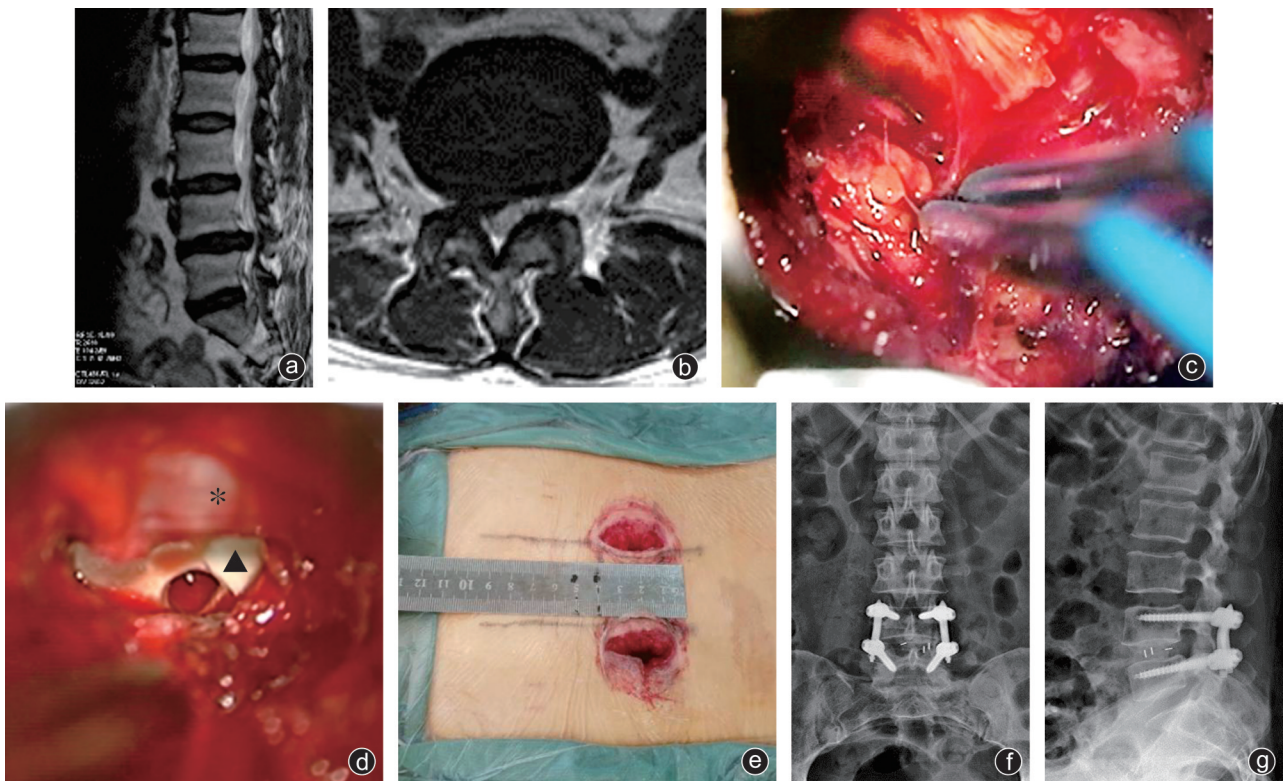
病人,女,45岁,因腰痛并右下肢放射痛半年,加重3个月入院,行显微镜辅助下L_{4/5} MIS-TLIF手术 a:术前矢状位MRI示L_{4/5}水平椎间隙变窄,椎间盘突出;b:术前轴位MRI示L_{4/5}椎间盘中央偏右突出,压迫神经根及部分硬膜囊骨粒的融合器,结构清晰,更安全;c:镜下双极准确到达椎管内静脉丛出血位置,止血更精确、彻底;d:显微镜下置入填满自体骨粒的融合器,结构清晰,更安全(*为神经根,▲为融合器);e:术后切口长度约为3.7 cm、3.5 cm;f、g:术后腰椎正侧位X线片示内固定位置良好
